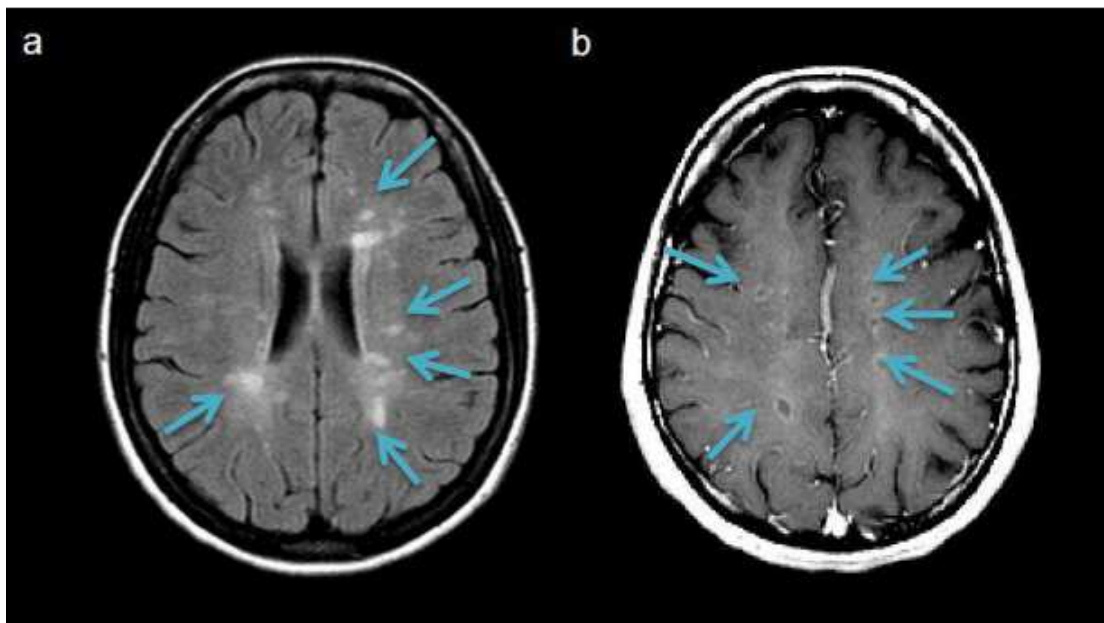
IRM cérébrale en T2 (a) et T1-gadolinium (b) [61].
